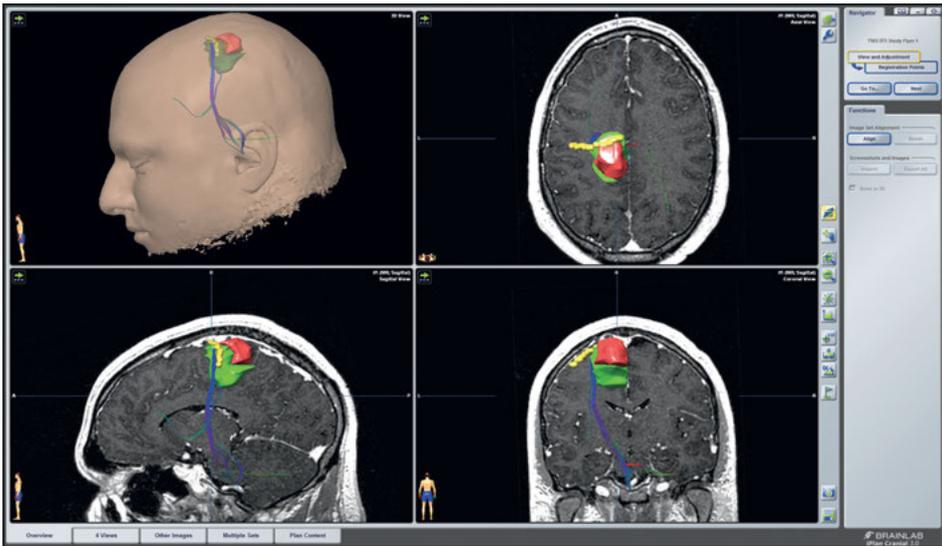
Präoperative Operationsplanung in der Software *Brainlab iPlan Cranial 3.0*. Links oben der rotierbare dreidimensionale Planungskopf; im Uhrzeigersinn das axiale, koronare und sagittale Fusionsbild aus MRT-Sequenzen, DTI- und nTMS-Daten.
